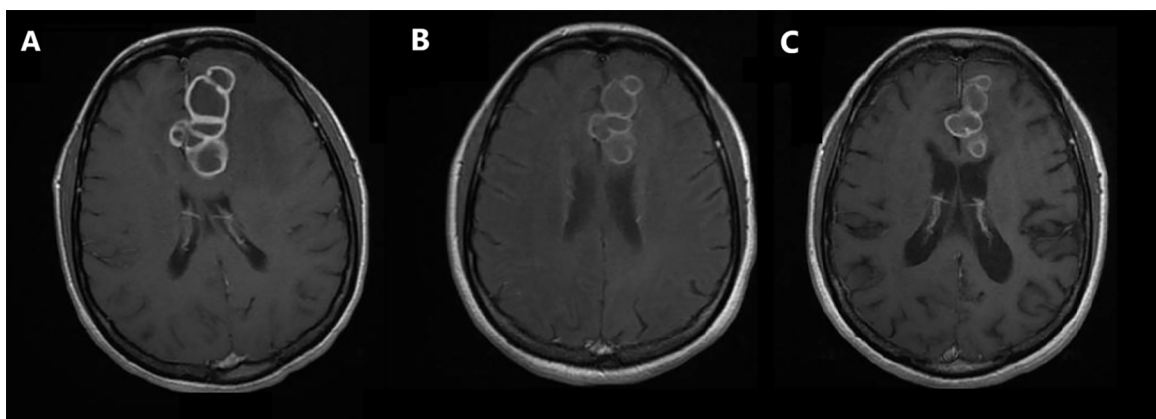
Imagens evolutivas de exames de ressonância magnética na sequência T1 em cortes axiais pós-gadolinio. 1A - exame realizado no momento da internação hospitalar (depois de 90 dias de TARV e 60 dias de RHZE); 1B - exame realizado após 120 dias de RHZE; 1C - último exame realizado ambulatorialmente, depois de quase dois anos.
